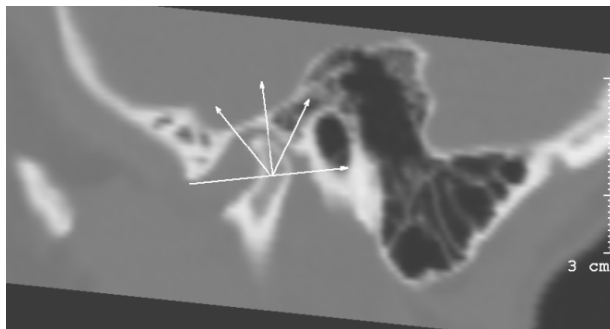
Компьютерная томограмма ВНЧС пациента с полным отсутствием зубов со снижением высоты нижнего отдела лица
